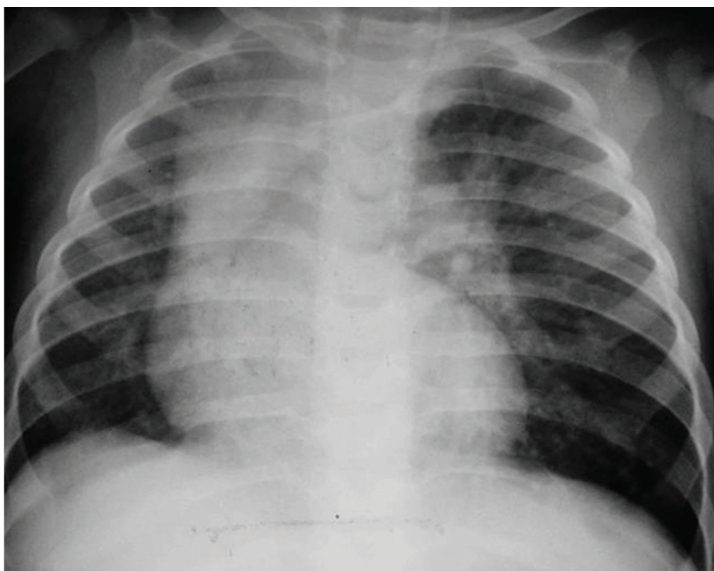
Radiografia de tórax mostrando hiperinsuflação do lobo superior esquerdo com compressão do lobo inferior e desvio do mediastino para a direita, levando a compressão de todo o pulmão direito.
